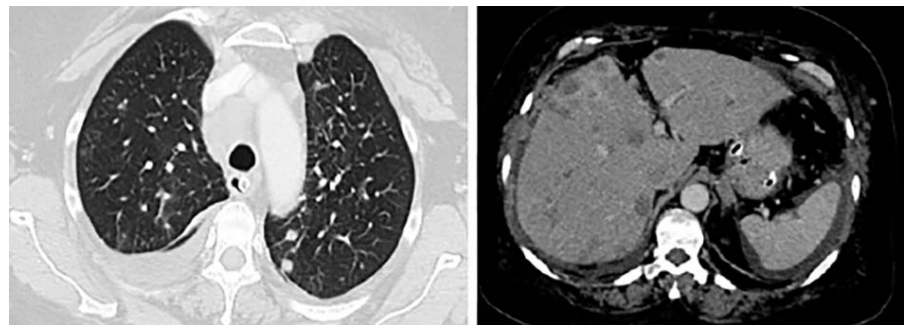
Tomografía en la evaluación de metástasis a distancia. Femenino con cáncer de endometrio y enfermedad metastásica pulmonar y hepática.
